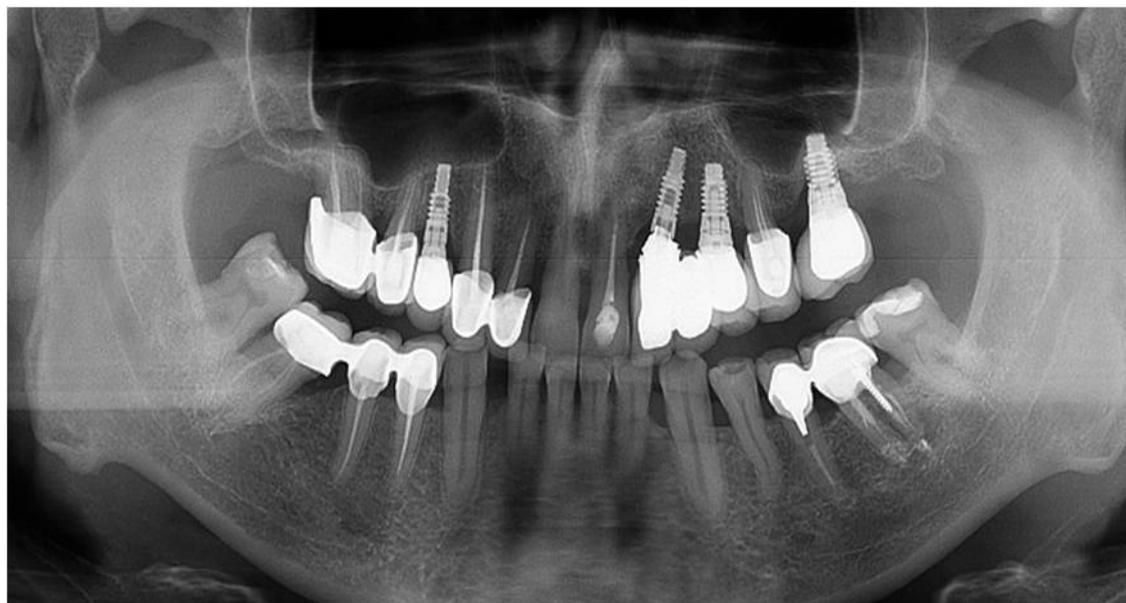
Ортопантомограмма больного К., 58 лет; амбулаторная карта № 350053. Горизонтальная и вертикальная резорбция костной ткани в области имплантатов, замещающих 14 и 26 зубы, горизонтальная резорбция костной ткани в области дентальных имплантатов, замещающих 22 и 24 зубы
